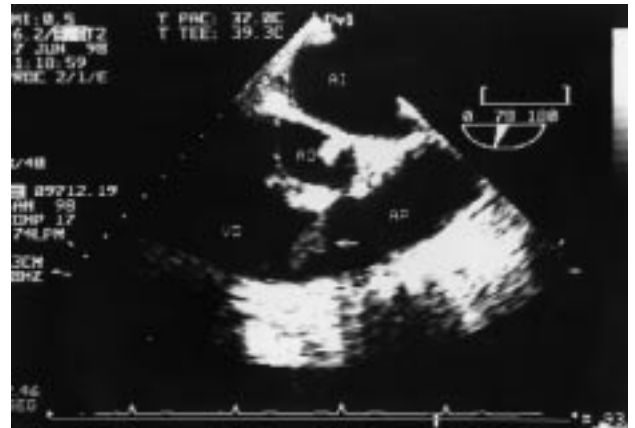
Ecocardiograma transefágico: plano longitudinal del tracto de salida del ventrículo derecho, válvula pulmonar y arteria pulmonar en el que puede observarse una imagen correspondiente a una vegetación, de pedículo estrecho de 1,5 cm de diámetro mayor adherida a la válvula pulmonar.
